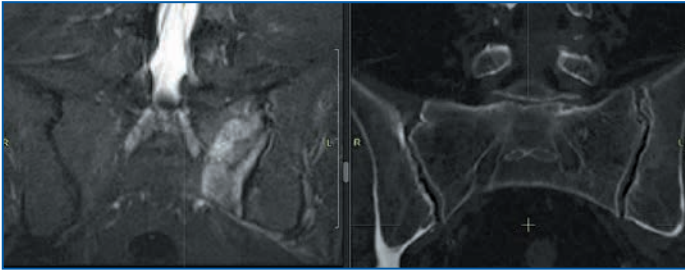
Магнитно-резонансная и компьютерная томограммы крестца и подвздошных костей пациентки С., 63 года (февраль 2023 г.).
